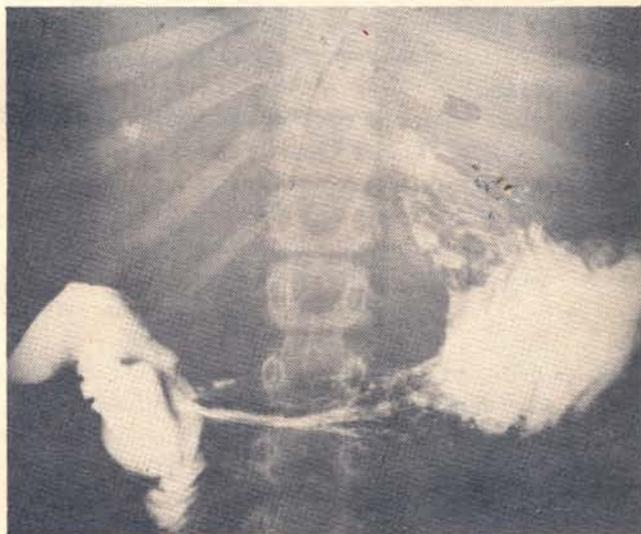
Radiografía después de ingerir bario: se observa el desplazamiento anterior del estómago por la masa abdominal.
